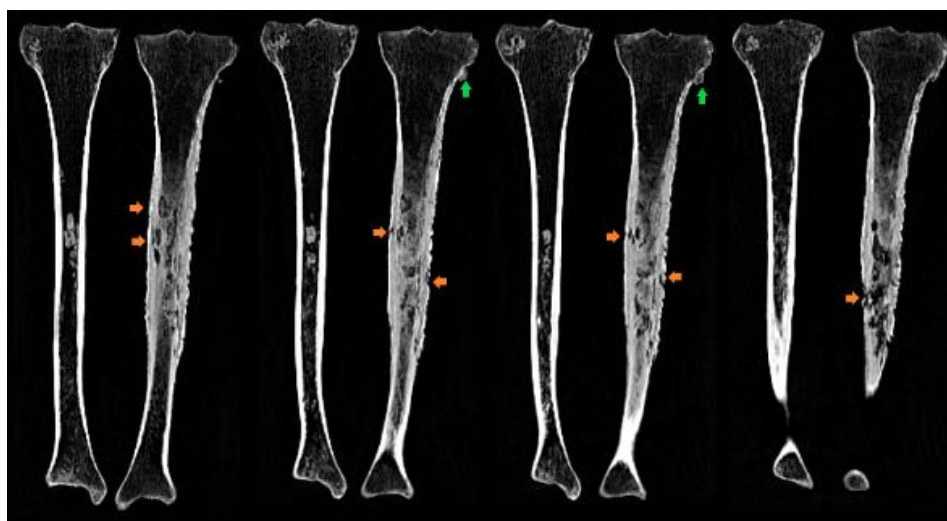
Cortes coronales de la tomografía de las tibias del entierro 122. Se observan cuatro cortes, siendo el de la izquierda el más anterior. Imágenes propias
